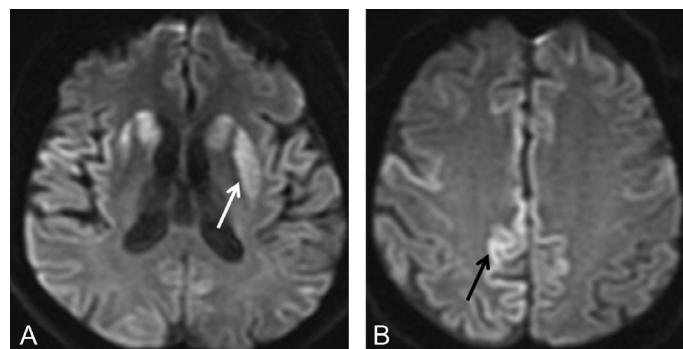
B Hypersignaux des ganglions de la base et notamment du putamen gauche (flèche blanche), ainsi que du cortex (flèche noire) dans une maladie de Creutzfeldt-Jakob (séquence T2/FLAIR).
